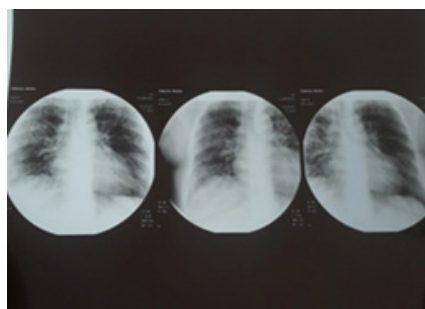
Рентгенография от 16.10.17 г.
